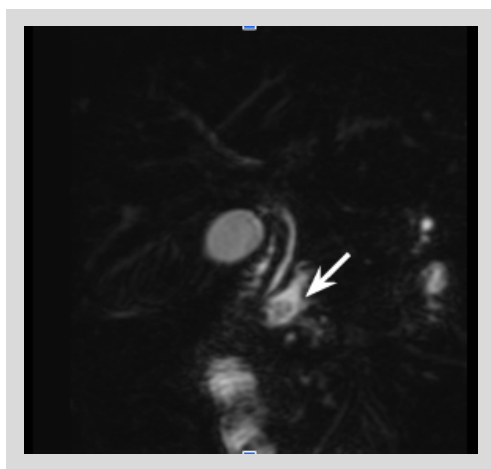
Colangioresonancia magnética. Quiste en la unión biliopancreática (flecha blanca).
